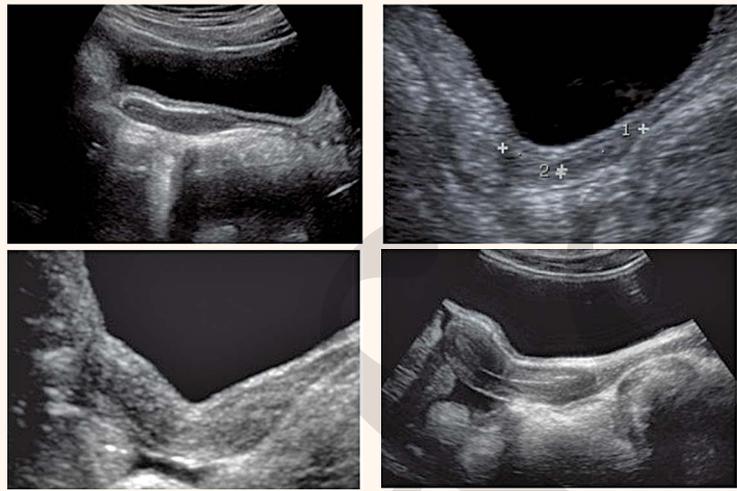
Uterusentwicklung gemäss Tannerstadien: Transabdominale Sonographie
